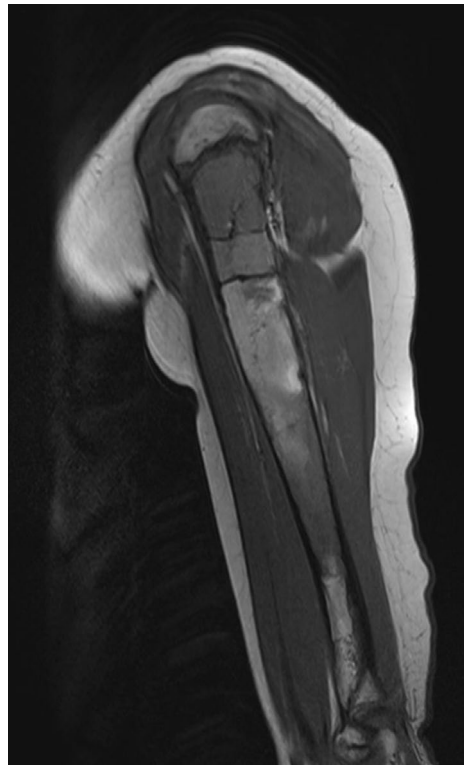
RMN secuencia T2. Hallazgos compatibles con quiste óseo aneurismático gigante humeral derecho, con fractura no desplazada en el tercio diafisario proximal. Tiene un aspecto multiloculado e intensidad de señal típica de lesión quística (hiperintensa en T2).
